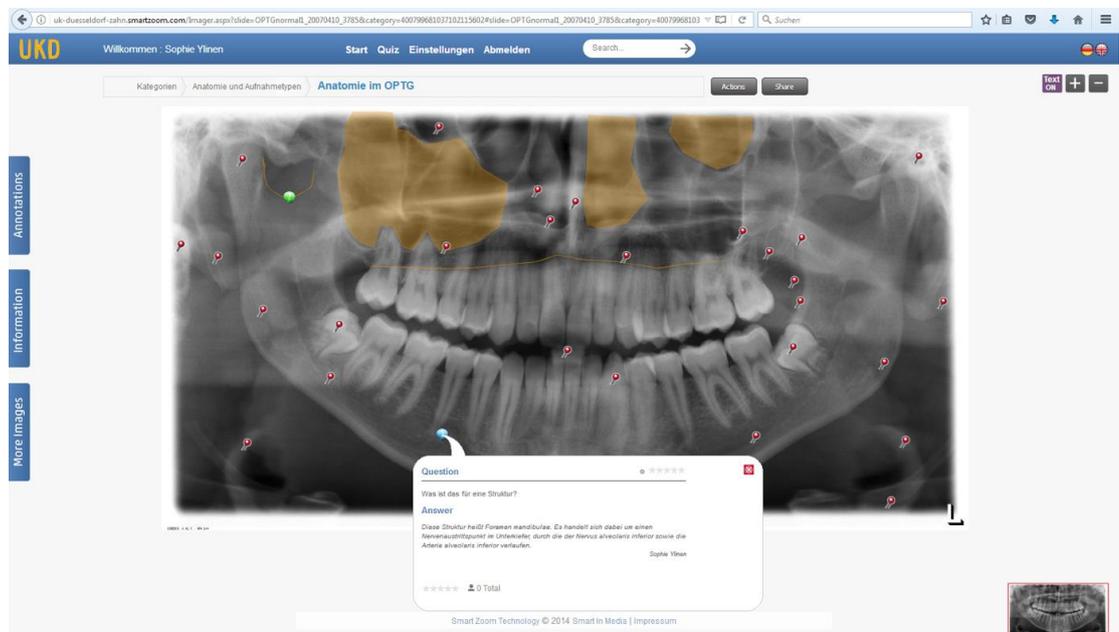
Beispiel einer Röntgenaufnahme im E-Atlas
